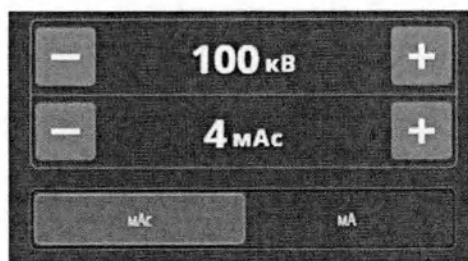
Параметры рентгенографии при двухточечном режиме экспозиции
